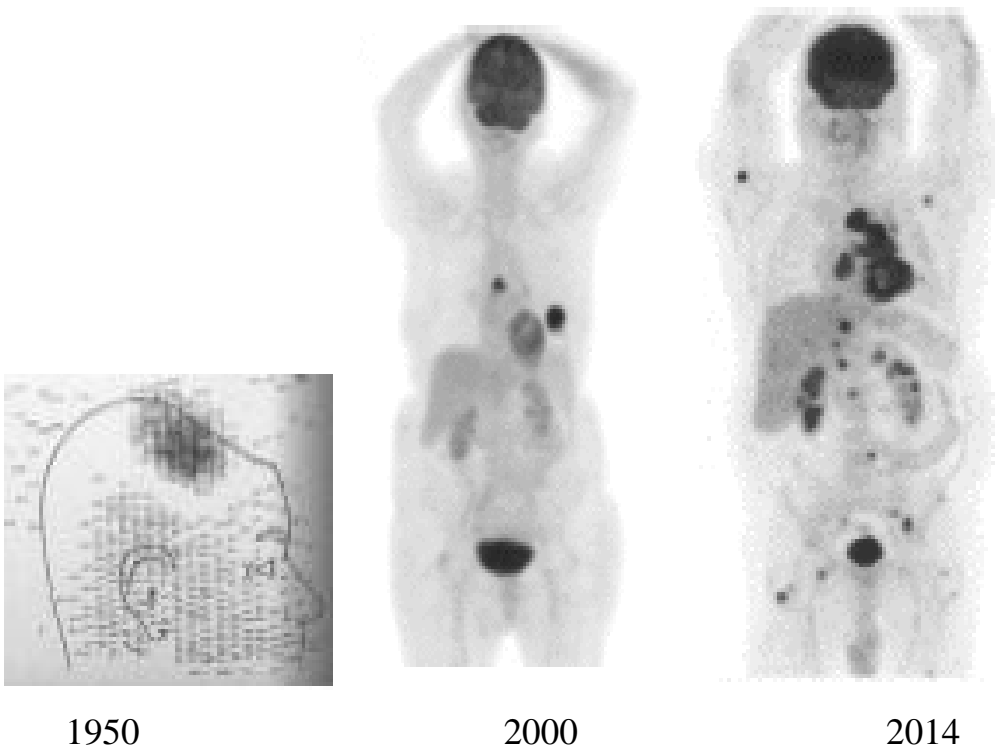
Evolution et avancée des examens scintigraphiques.
